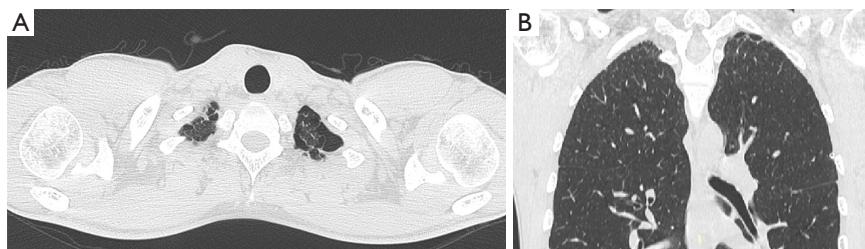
Chest CT scan showing bulla and blebs in the lung apex.
